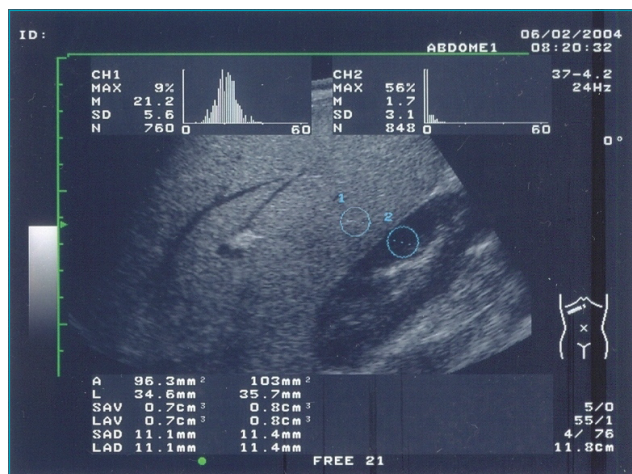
Ultrassonografia do fígado de paciente com esteatose hepática. O contraste hepatorenal é moderado, e a diferença do histograma do lobo direito hepático/córtex renal é de 19,5.
